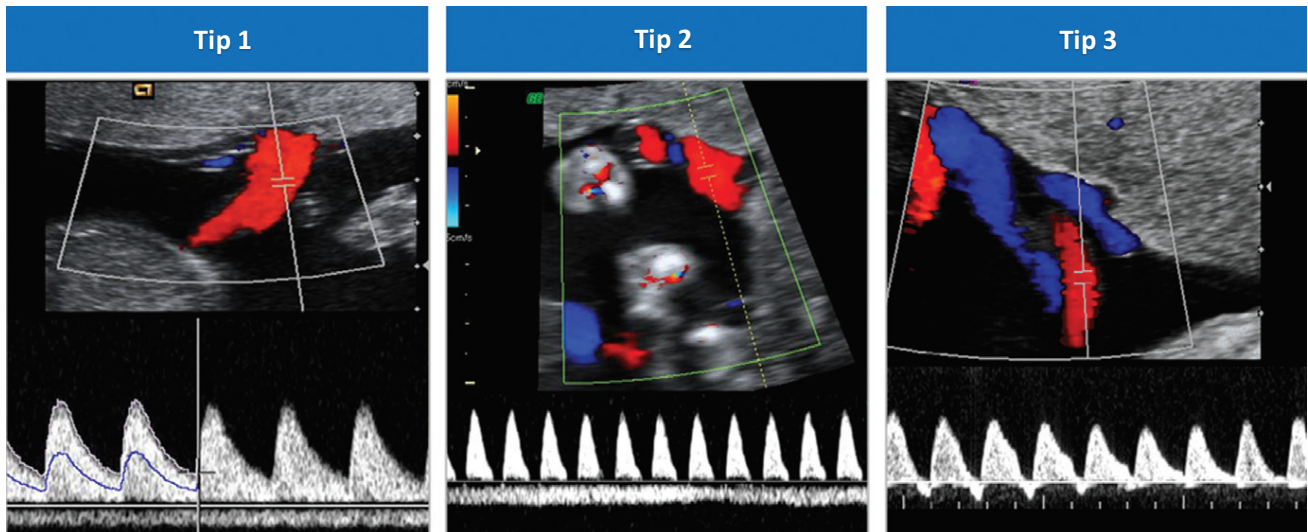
Clasificarea restricției selective de creștere în sarcina gemelară monocorială. În tipul 1, spectrele Doppler la nivelul arterei ombilicale au flux end-diastolic pozitiv, în timp ce în tipul 2 fluxul end-diastolic este absent sau inversat (AREDF). În tipul 3 aspectul AREDF este ciclic sau intermitent.
